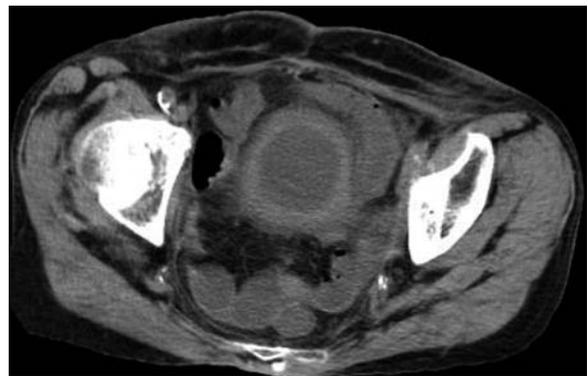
Computed tomography showed inflammation around the bladder top, an ileus image and bladder wall thickening.
